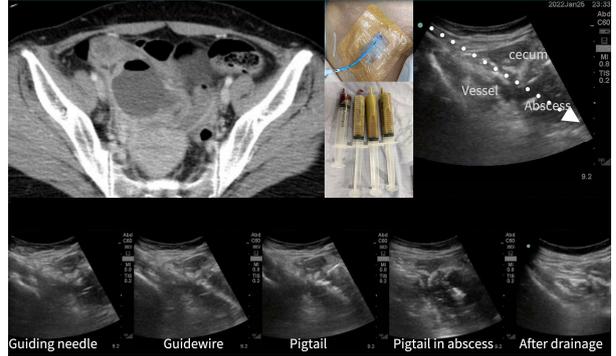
中年女性闌尾破裂合併腹腔膿瘍。超音波導引經盲腸及髂動靜脈間的引流。
